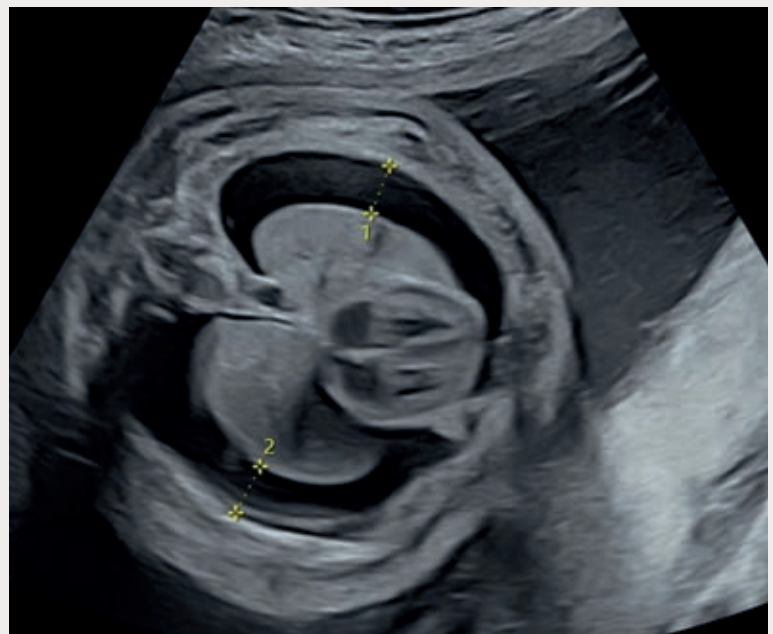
Échographie montrant un hydrothorax bilatéral compressif compliqué d'une anasarque à 30 semaines d'aménorrhée. Coupe transversale thoracique à hauteur du cœur (coupe 4 cavités) montrant l'épanchement pleural bilatéral (strictement anéchogène) compressif responsable d'un tableau d'anasarque (épaississement sous-cutané en lien avec un œdème).
